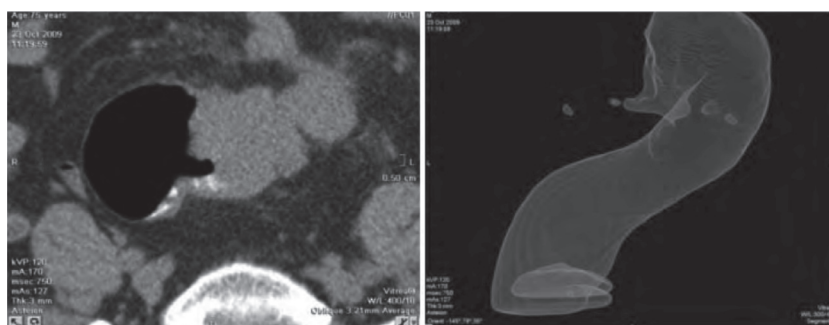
МСКТ и виртуальная колоноскопия. Опухоль ректосигмоидного отдела кишки с конгломератами лимфоузлов.
